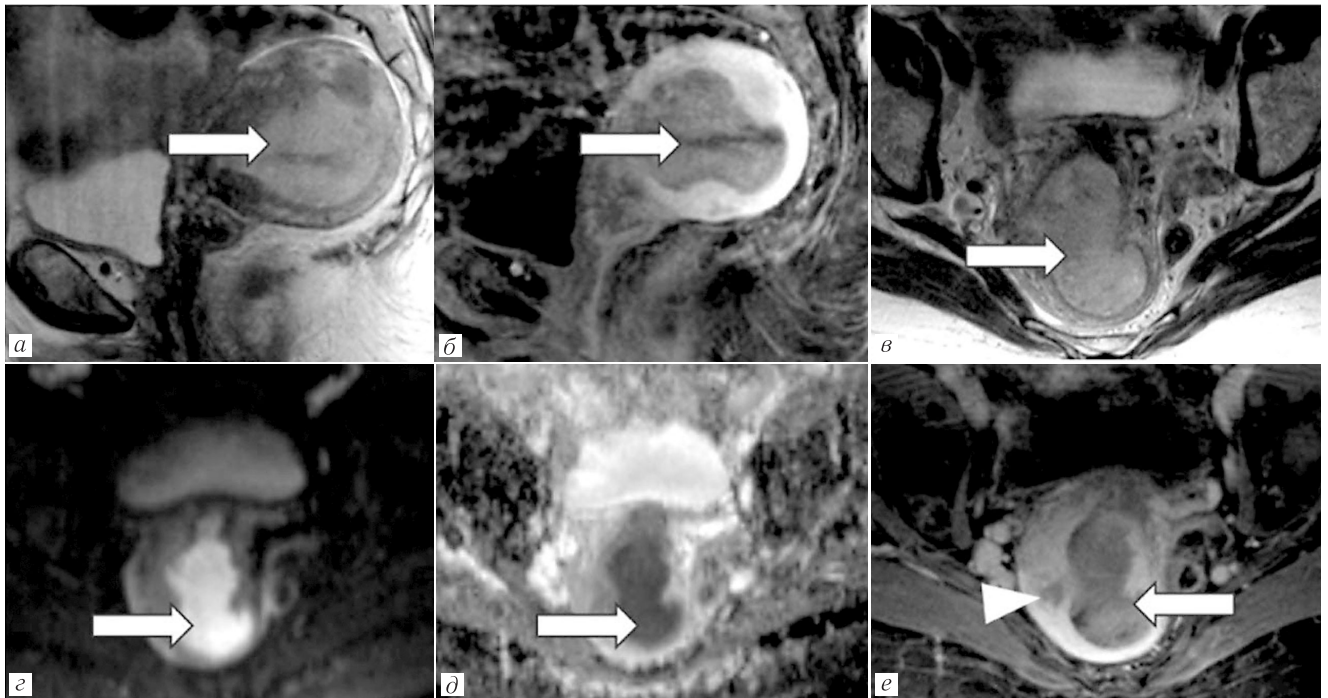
МРТ органов малого таза: глубокая инвазия миометрия при неагрессивном гистотипе (стадия IB по FIGO 2023): *а* — сагиттальный T2-взвешенный снимок; *б* — сагиттальный T1 с контрастированием; *в* — аксиальный T2; *г* — DWI; *д* — ADC; *е* — аксиальный T1 с контрастированием. Визуализируется гипоинтенсивное образование (стрелка) в полости матки, вовлекающее более 50% толщины миометрия (наконечник стрелки) [12]
